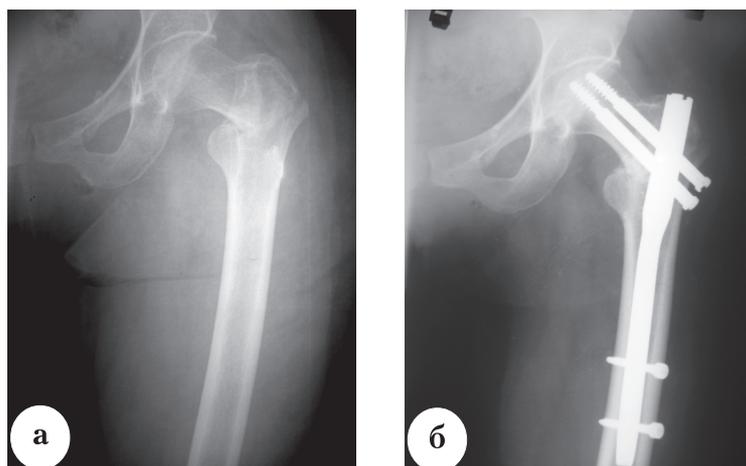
Рентгенограммы больной Г., 56 лет: а – чрезвертельный перелом левой бедренной кости со смещением отломков типа А1; б – после остеосинтеза PFN
